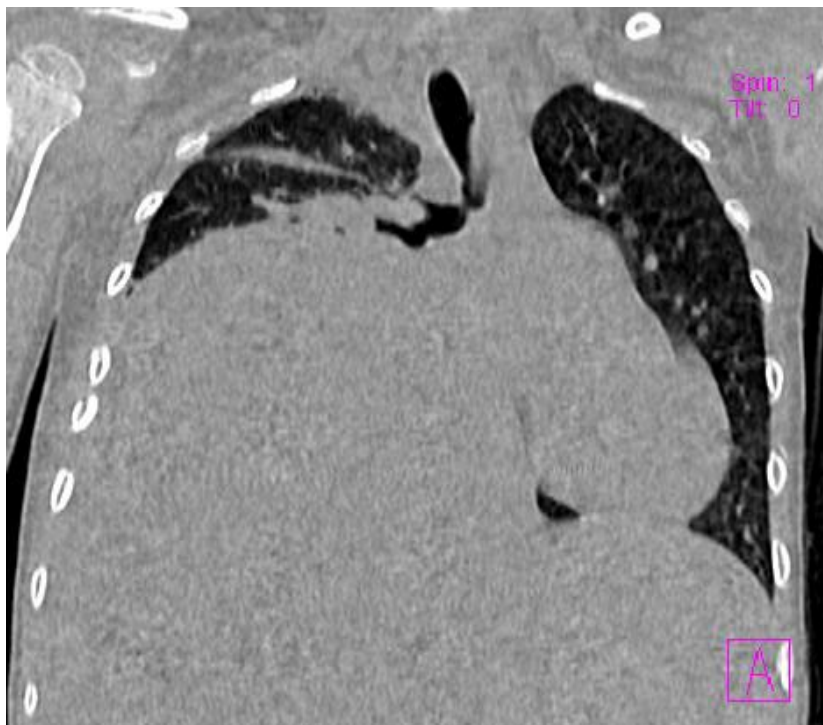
TAC de tórax (A y B) masa parahiliar homogénea con ocupación de una tercera parte del hemitórax derecho
